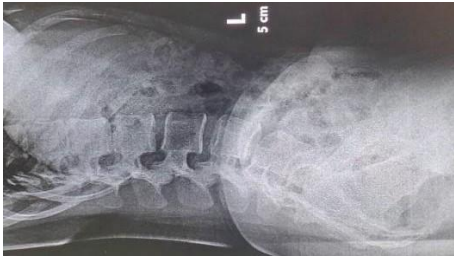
Hasil Radiograf tanpa menggunakan wedge support
